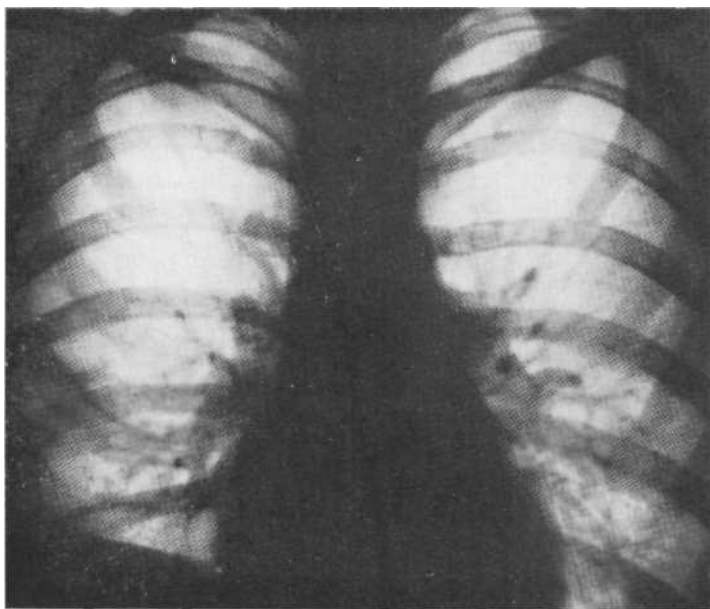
Обзорная рентгенограмма. Лимфоангиомиоматоз: усиление рисунка в нижних зонах; правосторонний хилоторакс. Биопсия лимфатических узлов и легких.
